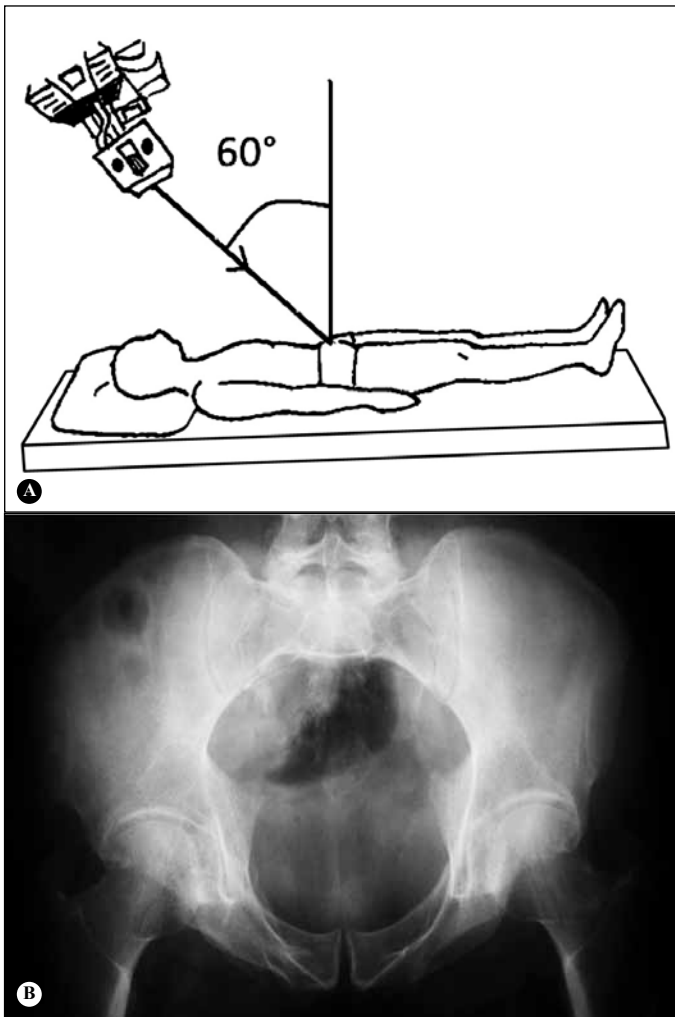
Incidência inlet da bacia. A) Paciente em decúbito dorsal horizontal, com raio incidente no sentido crânio-caudal com angulação de 60°. B) Radiografia incidência inlet da bacia executada com técnica correta. Observar a sobreposição do promontório à cortical anterior do corpo vertebral de S1.
